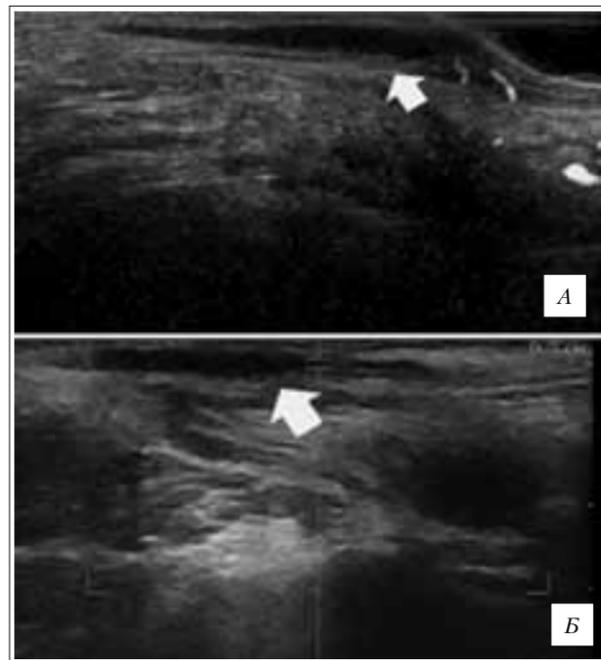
Данные УЗИ ректальным датчиком на 45-й день после операции: А — после ДДМ, Б — после ГЭ
